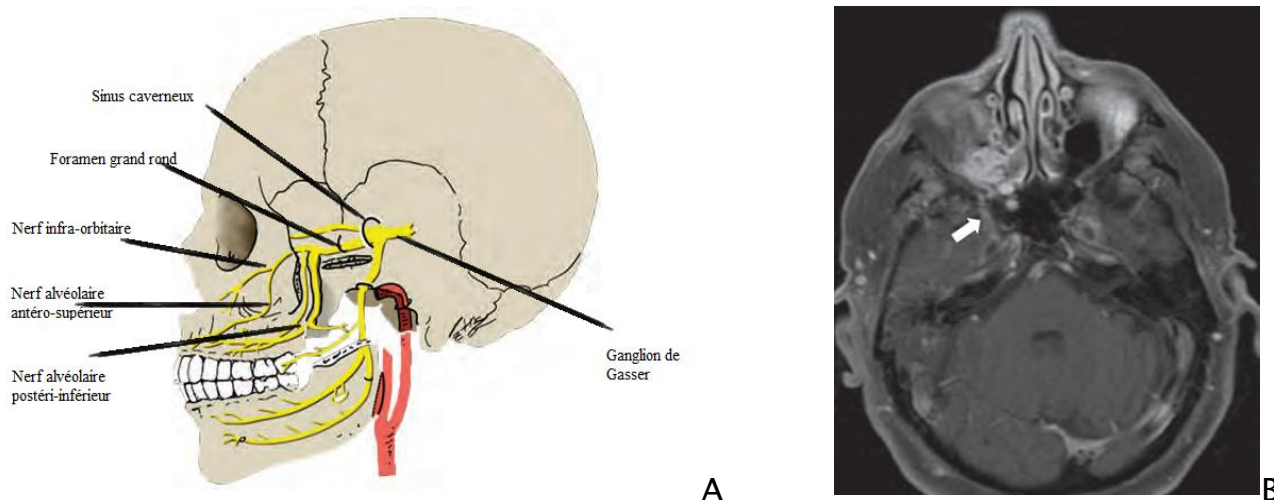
L'extension périneurale. A : Trajet d'invasion périneurale le long du nerf Trijumeau. B : Propagation périneurale d'un carcinome adénoïde kystique du sinus maxillaire droit le long du V2 est illustré par un nerf anormalement épaissi et réhaussé (flèche) sur une IRM T1 axiale saturée de graisse post-contraste.<sup>13</sup>
